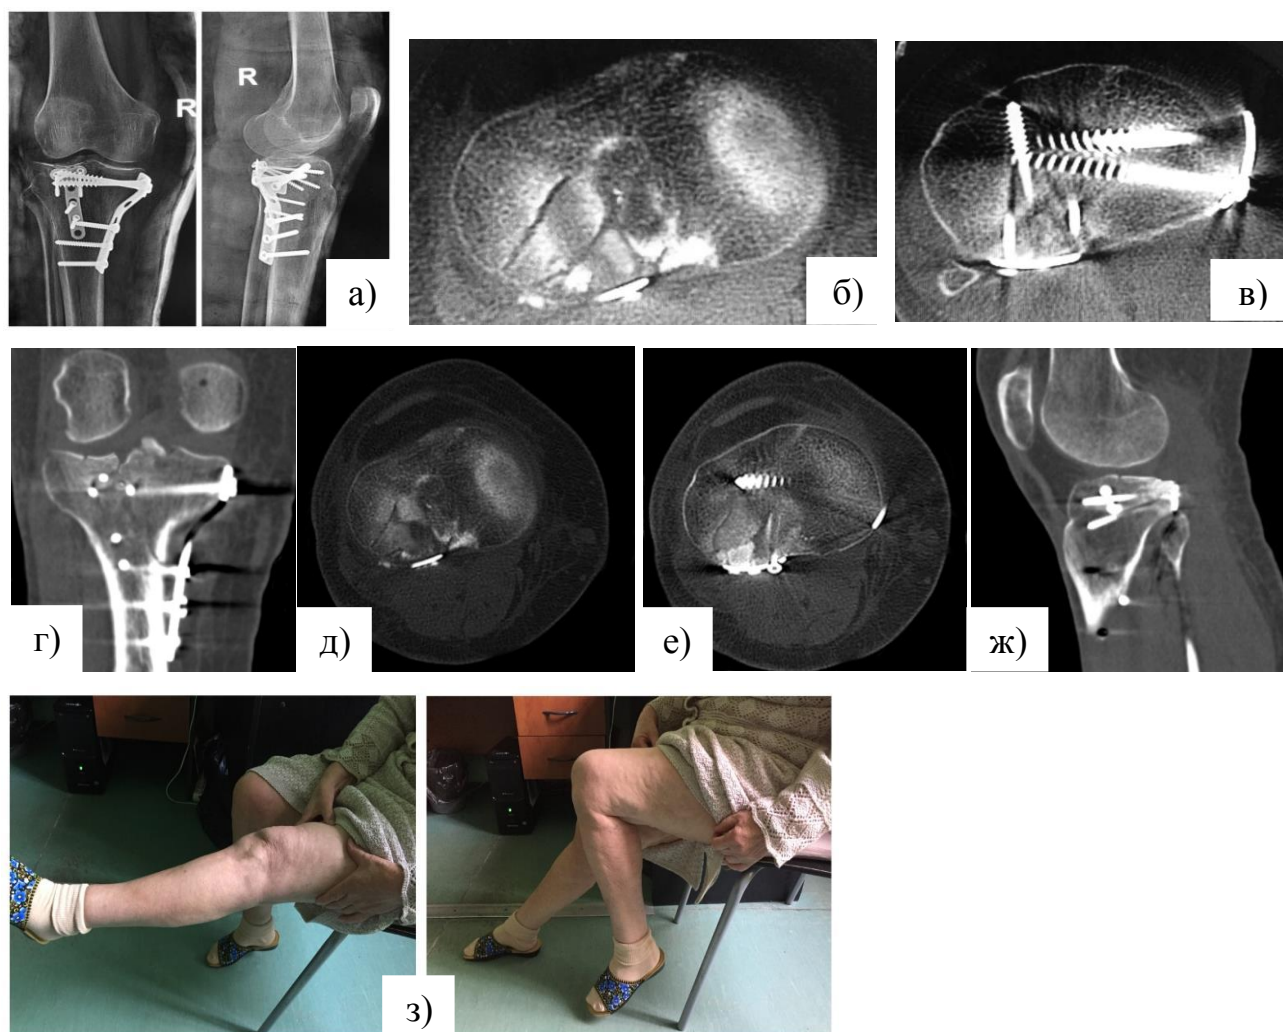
Динамика сращения перелома и итоговый результат оперативного лечения пациентки К., 59 лет: а – рентгенограммы левого коленного сустава через 7 дней после операции остеосинтеза опорной пластиной; б, в - аксиальные срезы КТ через 7 дней после операции; г – фронтальный срез КТ через 9 месяцев после операции; д, е – аксиальные срезы КТ через 9 месяцев после операции; ж – сагиттальный срез КТ через 9 месяцев после операции; з – внешний вид и функция левой нижней конечности через 9 месяцев после оперативного лечения.
